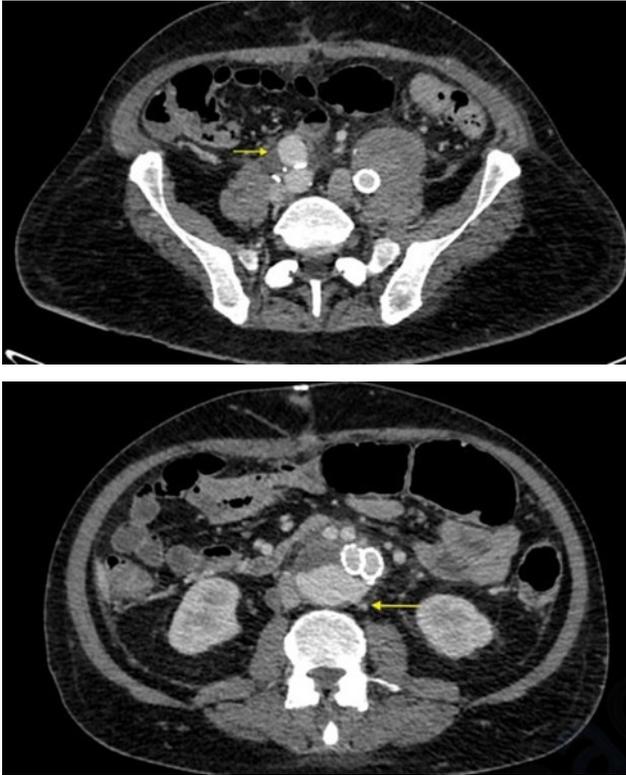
A. Angio TC que muestra colección rodeando anastomosis proximal de *debranching* (flecha). B. Angio TC que muestra *endoleak* de tipo II en relación a la arteria lumbar (flecha).
